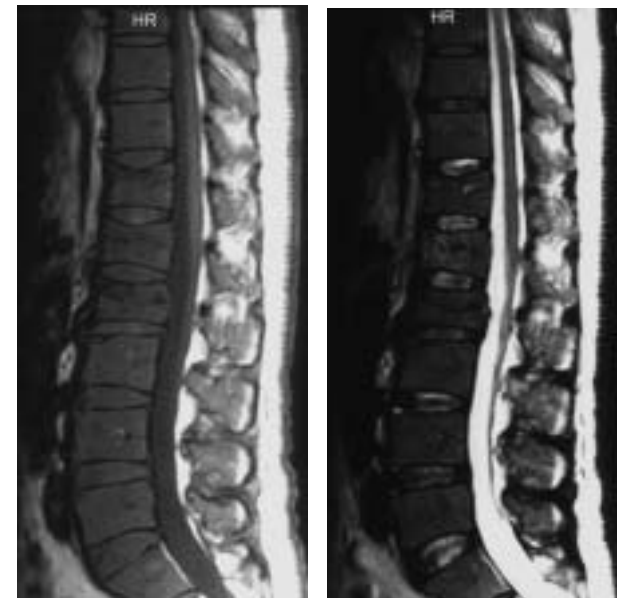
68 歳・男性。多発性骨髓腫。腰椎 MRI (T1WI, T2WI 矢状断像)
